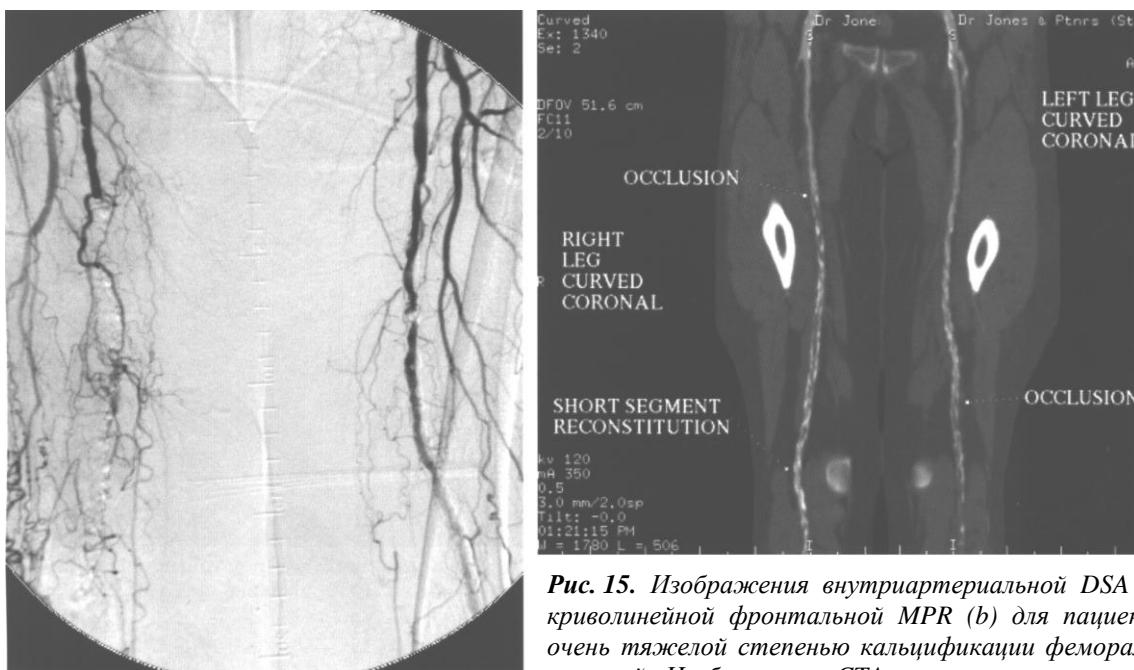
Изображения внутриартериальной DSA (a) и криволинейной фронтальной MPR (b) для пациента с очень тяжелой степенью кальцификации феморальных артерий. Изображения CTA не могут точно описать остаточный просвет, что обусловлено степенью кальцификации. Несмотря на это тибиальные сосуды лучше видны на CTA (Рис. 14).
